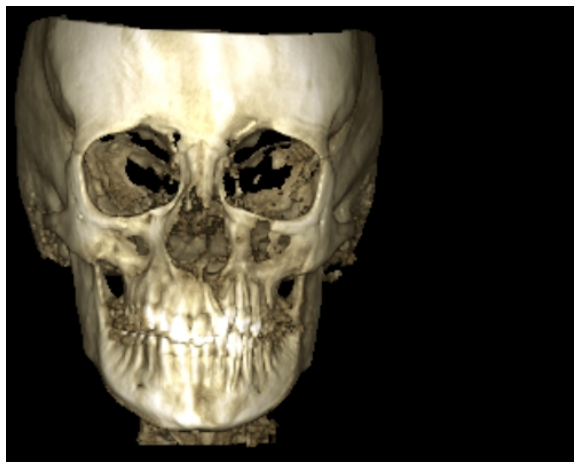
Tomografia computadorizada de feixe cônico da paciente.
